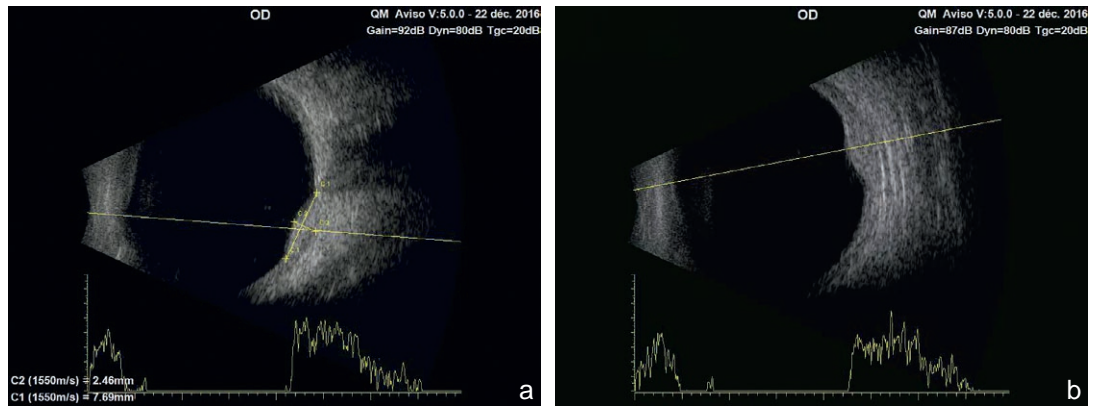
a, b. Échographie B couplée au mode A : hyperéchogénicité homogène.
